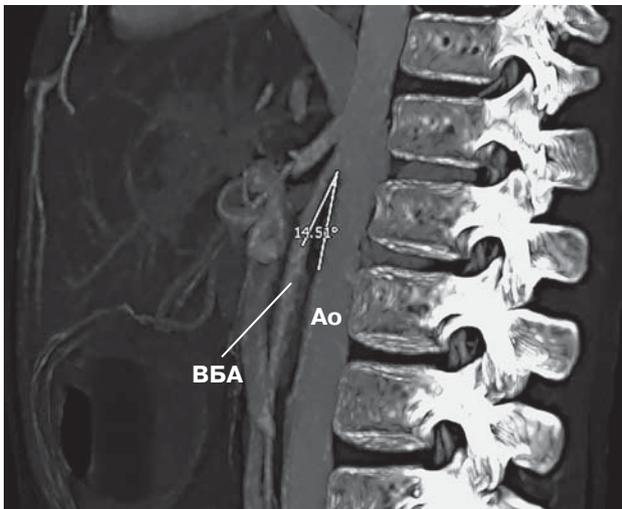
МСКТ-ангиограмма (MIP-реконструкция) ребенка с признаками “nutcracker” синдрома и ВПГ. Аортomesenterальный угол равен 14,51°. Ao – аорта, ВБА – верхняя брыжеечная артерия.
